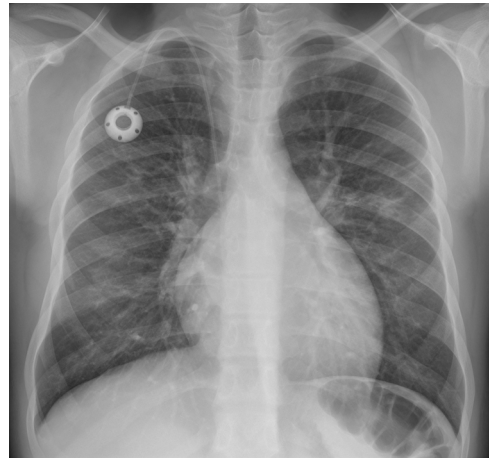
Aumento de la trama intersticial. Joven de 15 años con anemia falciforme y miocarditis dilatada, con tos de 10 días de evolución e hipoxemia; se le realiza radiografía de tórax con sospecha de COVID-19. En la radiografía posteroanterior se aprecian pequeñas opacidades tenues en campos medios pulmonar izquierdo y derecho, así como aumento de la trama intersticial. Silueta cardíaca en el límite alto de la normalidad con hilios prominentes y catéter reservorio con extremo en vena cava superior. La PCR SARS-CoV-2 fue negativa, y no se demostró ningún otro germen en el estudio microbiológico.
